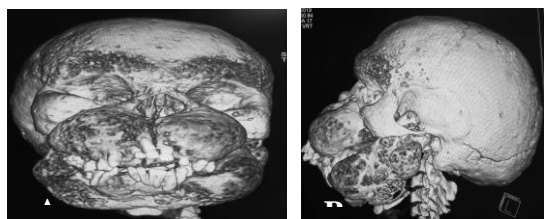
Dysplasie fibreuse crâniofaciale. TDM en reconstructions 3D surfaciques: vue de face (A) et vue latérale gauche (B) montrant la dysmorphie maxillo-faciale.
